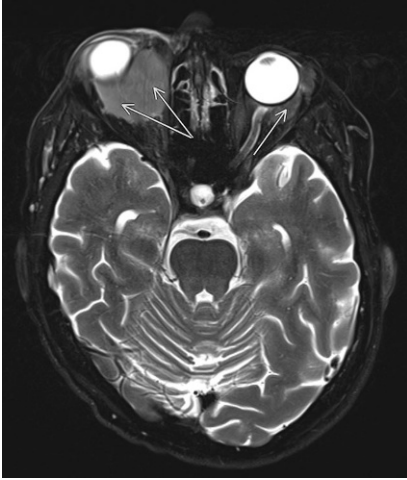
▲ Das MRT (T2-Wichtung) zeigt ein deutliches Kontrastmittelenhancement der rechten Orbita sowie ein geringfügiges Kontrastmittelenhancement der linken Orbita. Die Pfeile zeigen jeweils die orbitale Raumforderung
